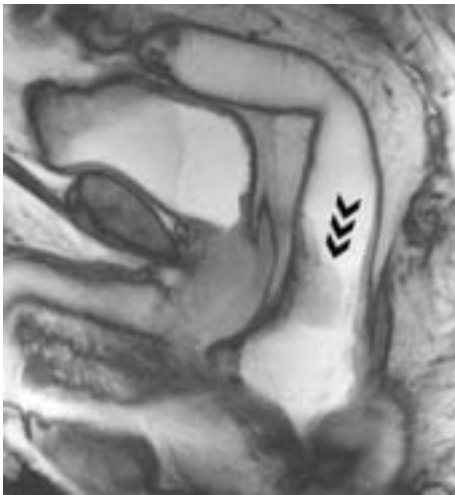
Colitis cystica profunda. IRM, séquence dynamique en poussée. La lésion est non fixée et suit le mouvement de descente de l'ampoule rectale (doubles flèches).
